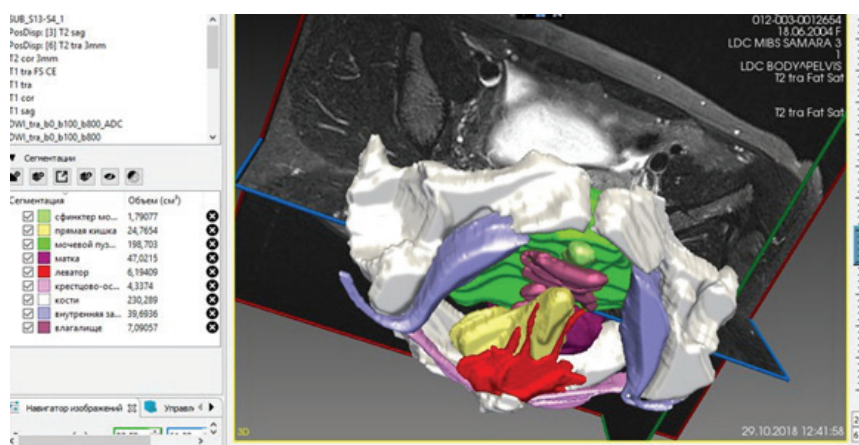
Трехмерная модель органов малого таза и некоторых образований тазового дна с обозначением данных МРТ
